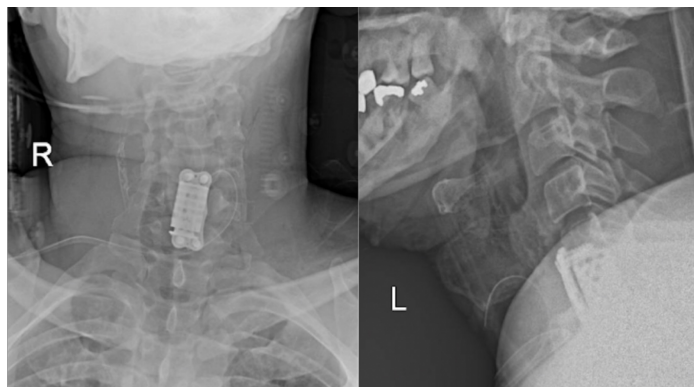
RADIOGRAFÍAS POSTQUIRÚRGICAS
